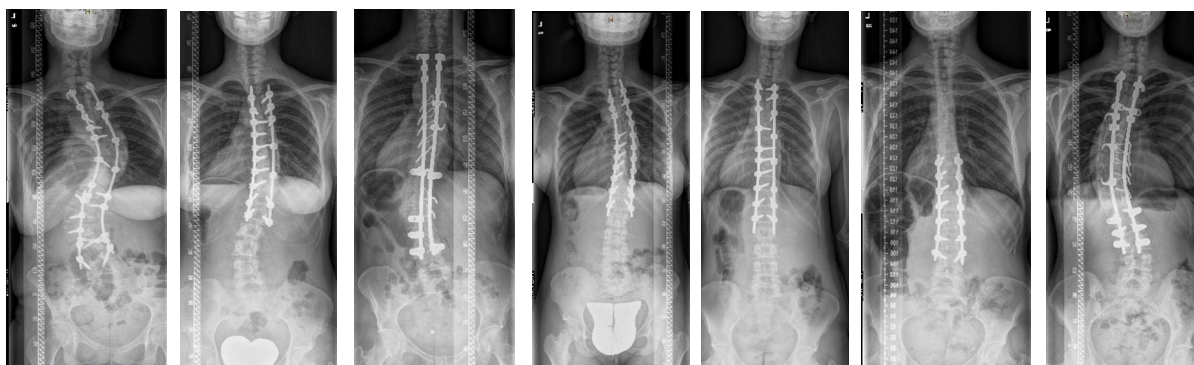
Radiografies actuals de les pacients del grup 1a
